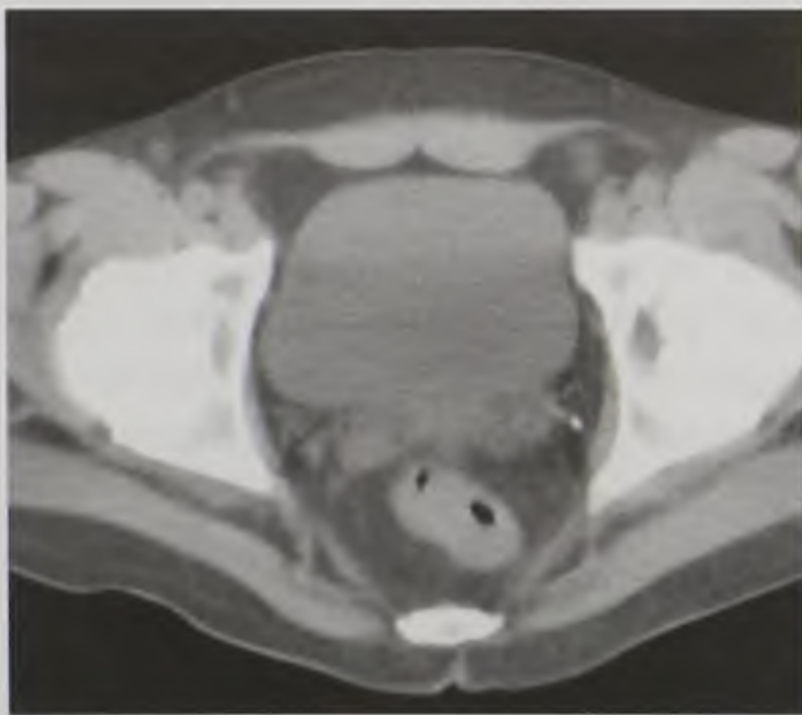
Нативная компьютерная томограмма брюшной полости в аксиальной плоскости на уровне мочевого пузыря
